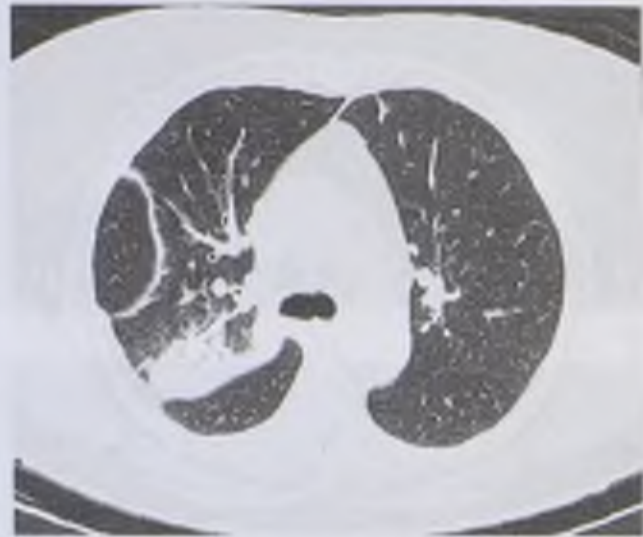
Компьютерная томограмма. Правосторонняя пневмония
